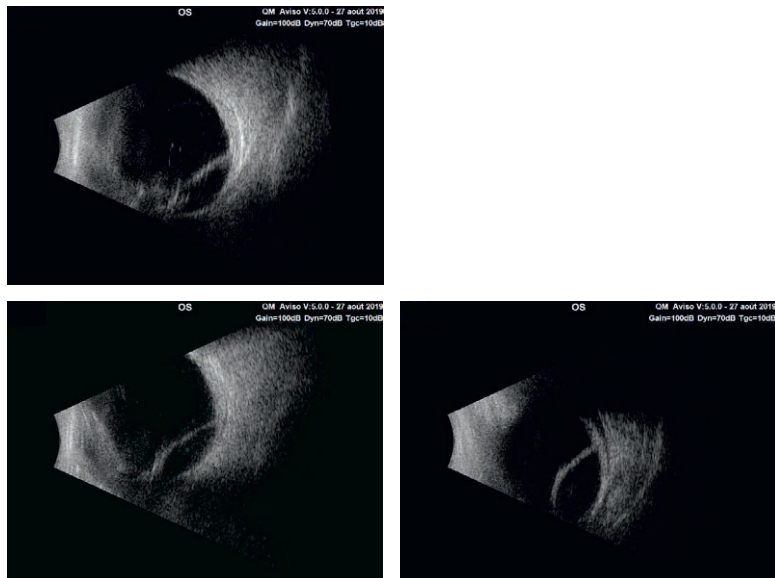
Décollement séreux de la choroïde. Échographie B. Décollement choroïdien acoustiquement vide.
